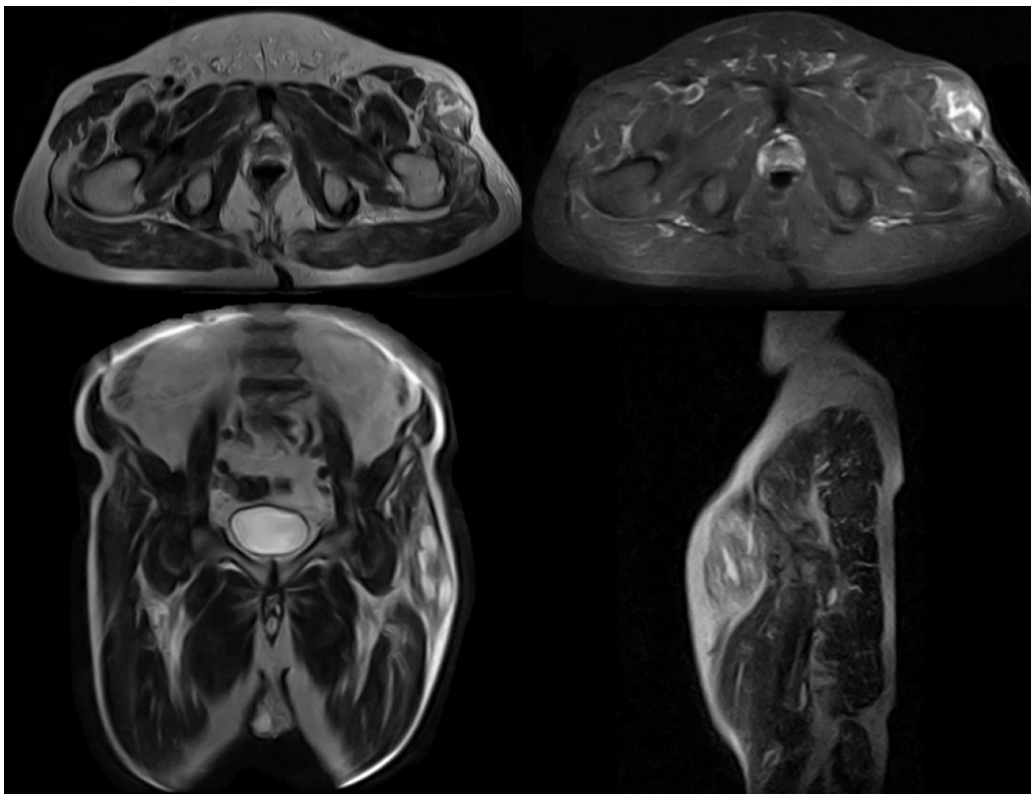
(a) RM axial en secuencia T2WI y (b) en secuencia STIR, que demuestran una lesión heterogéneamente hiperintensa con respecto del plano muscular adyacente, la cual se asocia a imágenes líquidas centrales, así como a edema de los tejidos blandos circundantes. (c y d) Secuencias T2WI coronal y sagital, respectivamente.
